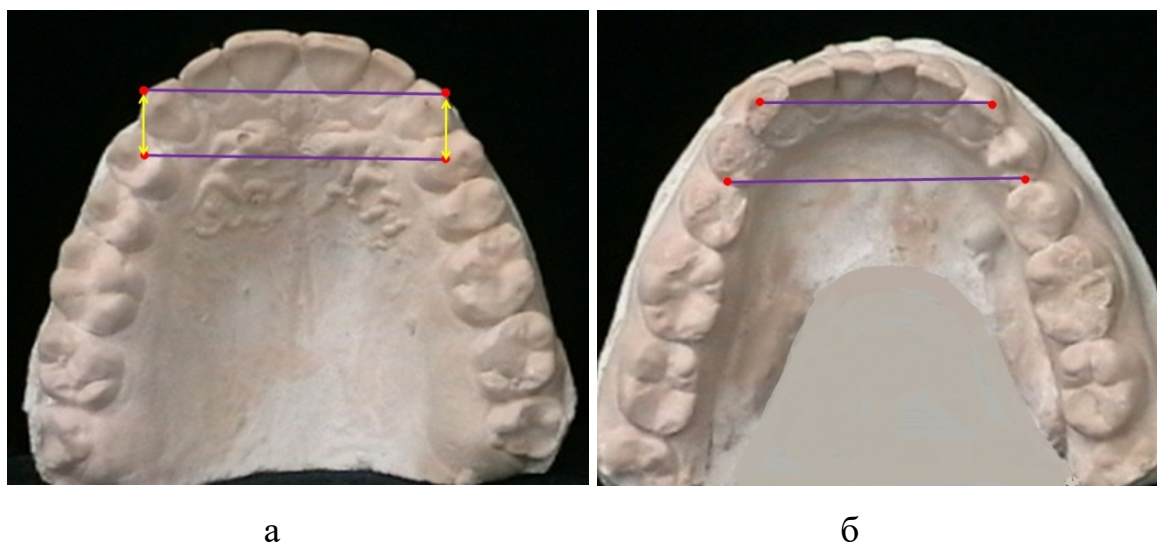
Сопоставление ширины дуги между точками Pont и между клыками верхней (а) и нижней (б) челюстей у пациентов группы сравнения с мезотрузионным типом зубных арок.
